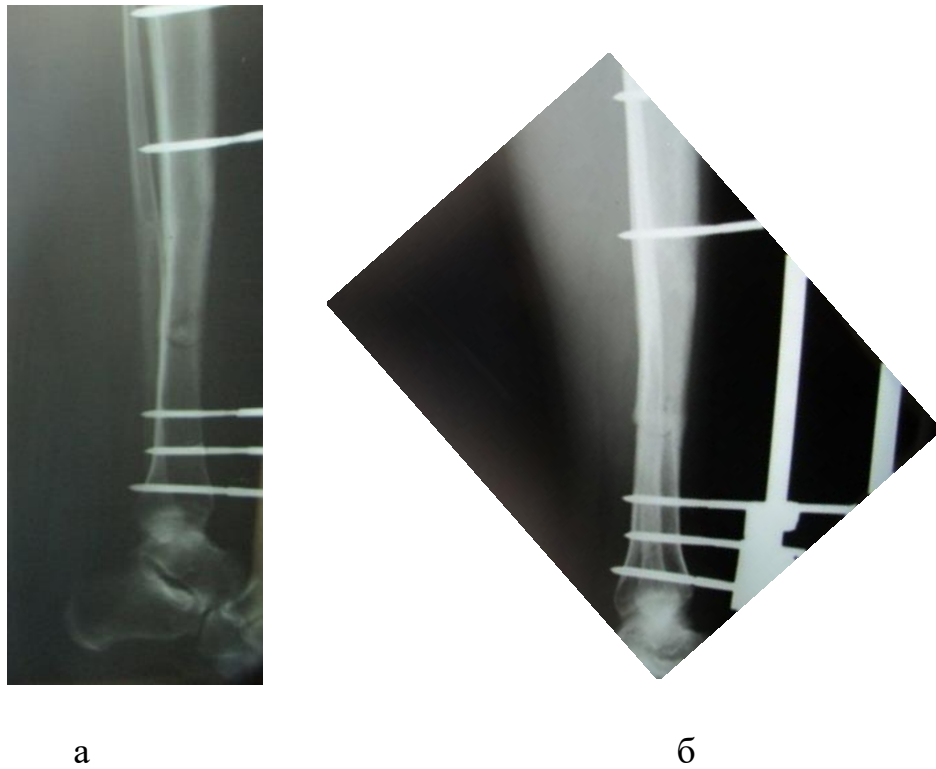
(а, б) Фотовідбиток рентгенограми пацієнта Р. через 1,5 міс
